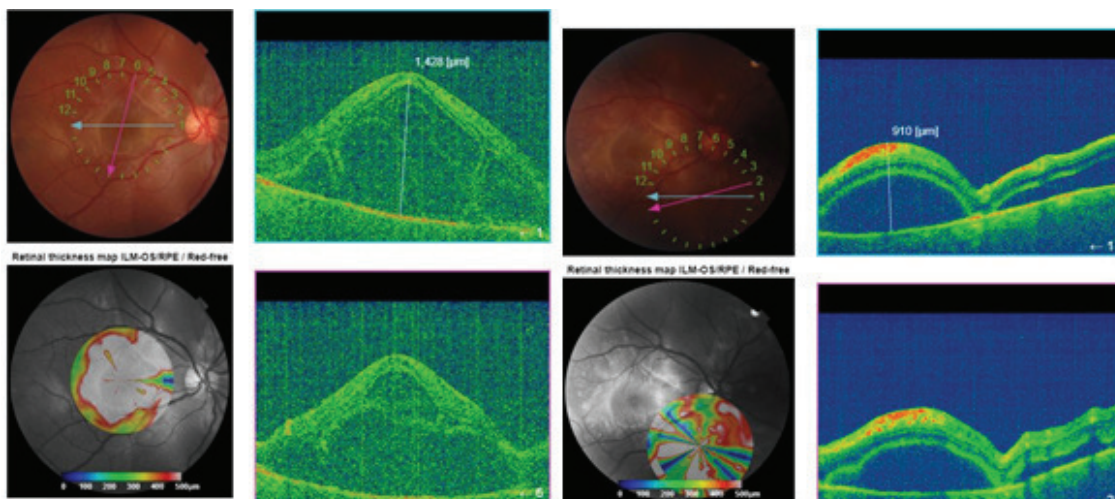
Оптическая когерентная томография правого глаза. Визуализируются множественные интратретинальные кистозные включения, в парафовеолярной и парапапиллярных зонах наблюдается локальная отслойка нейроэпителия.
